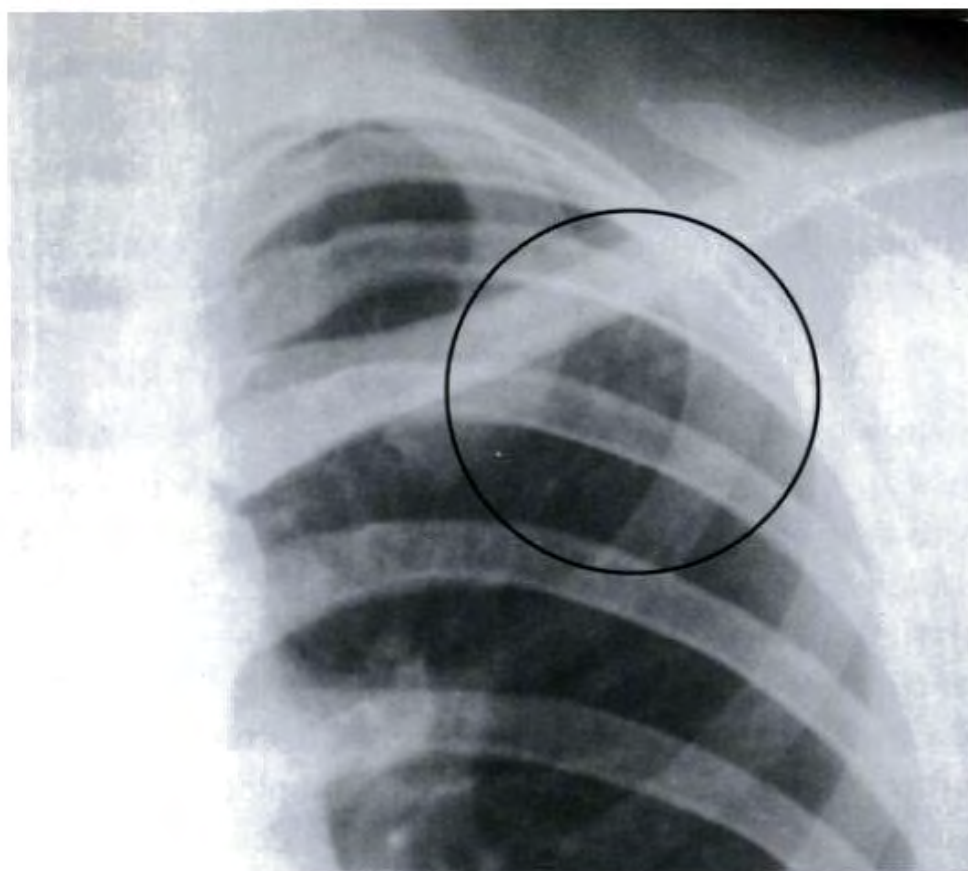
Свежие очаги в I–II сегментах левого легкого (рентгенограмма).
